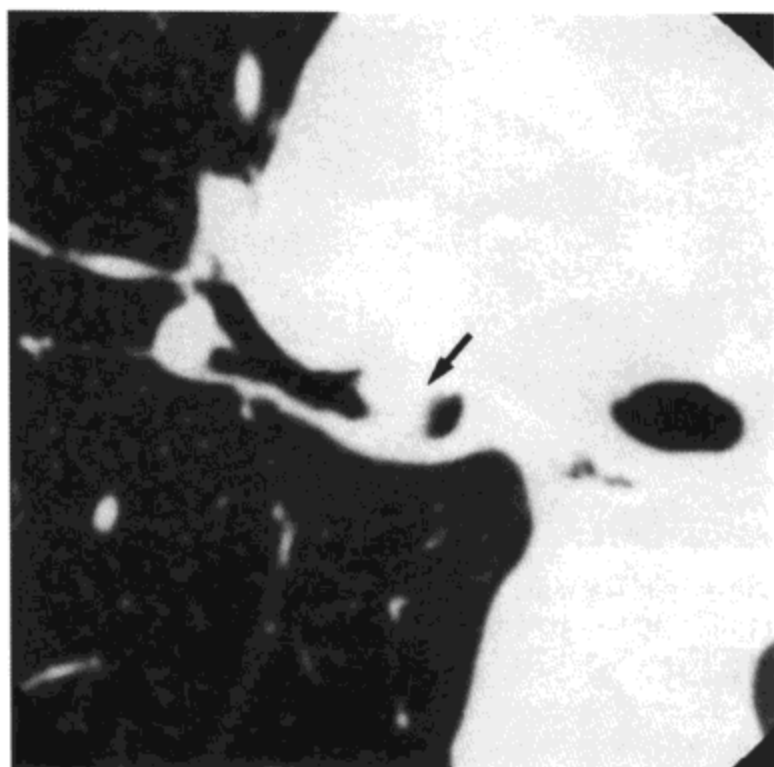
类癌。CT影像（1.5mm层厚）示右主支气管腔内肿瘤（箭号）。支气管镜证实了类癌的诊断。
